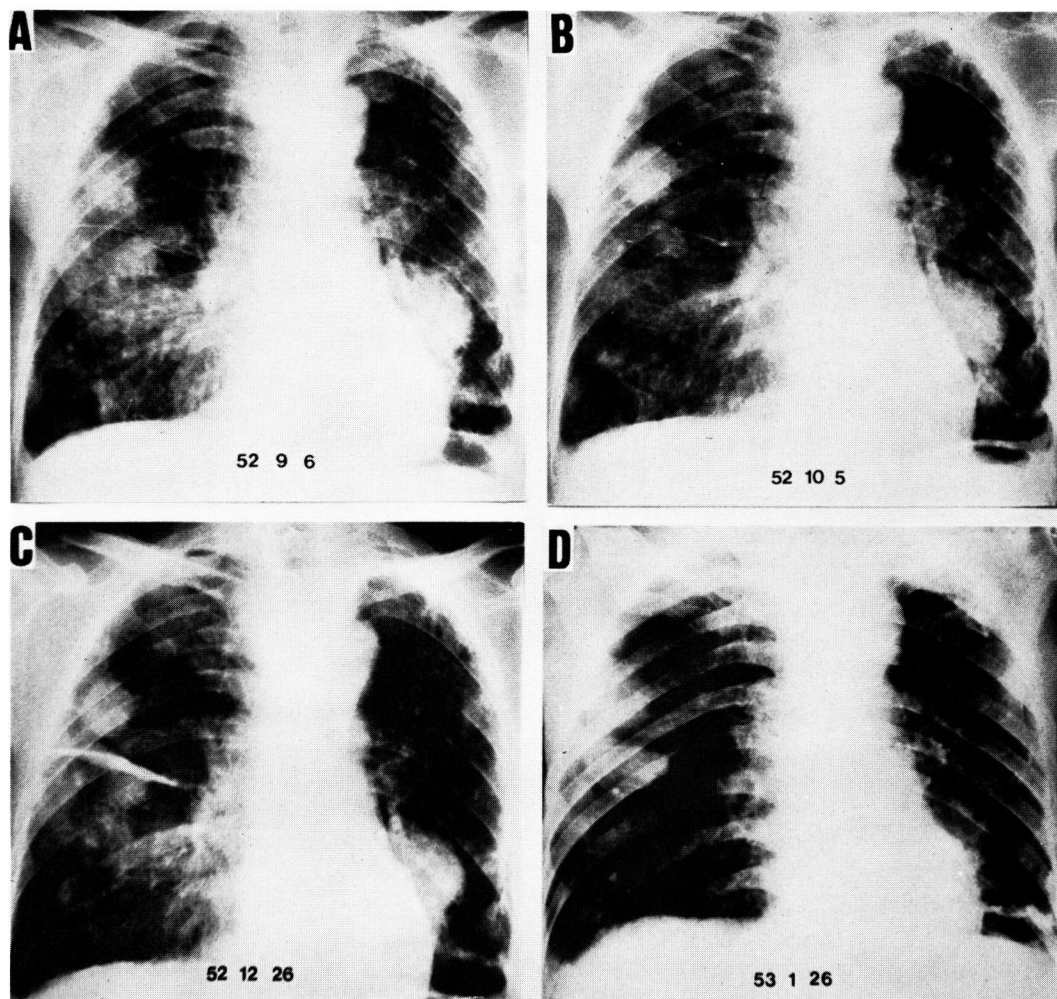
Chest X-ray films. A) Before the medication with adriamycin. B) After administration of 160 mg of adriamycin. C) Two months after the medication with 400 mg of adriamycin. D) Three months after the medication.
